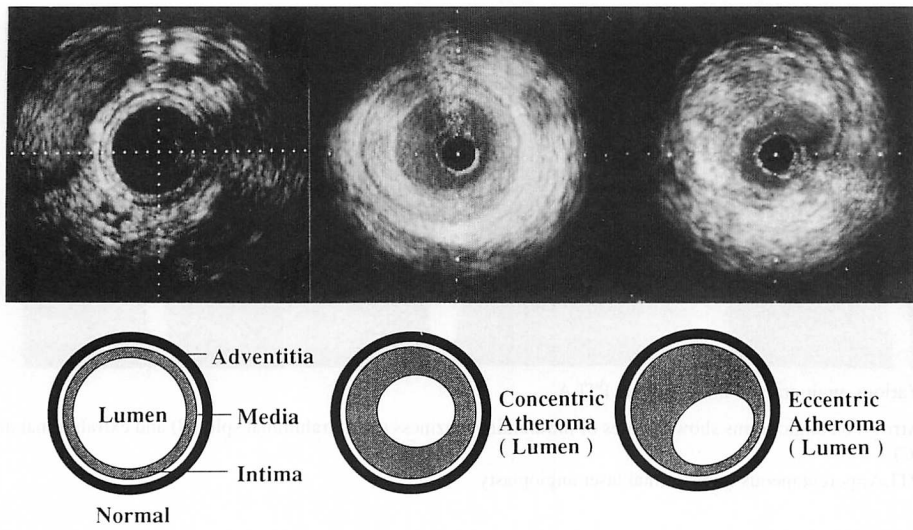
Intravascular ultrasound images of the normal artery, concentric and eccentric atherosclerotic plaques
